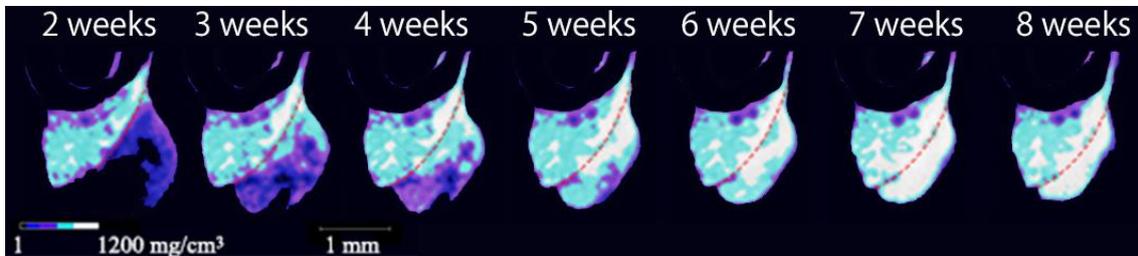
in vivo μ CT 像による代表的な骨密度の経時的変化（注射してからの週を上に表示）
